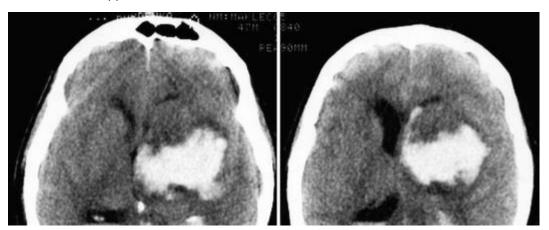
Большая смешанная гематома глубинных отделов левого полушария с прорывом в III желудочек, частичным заполнением кровью боковых желудочков, выраженная дислокация мозга вправо (компьютерная томограмма)
